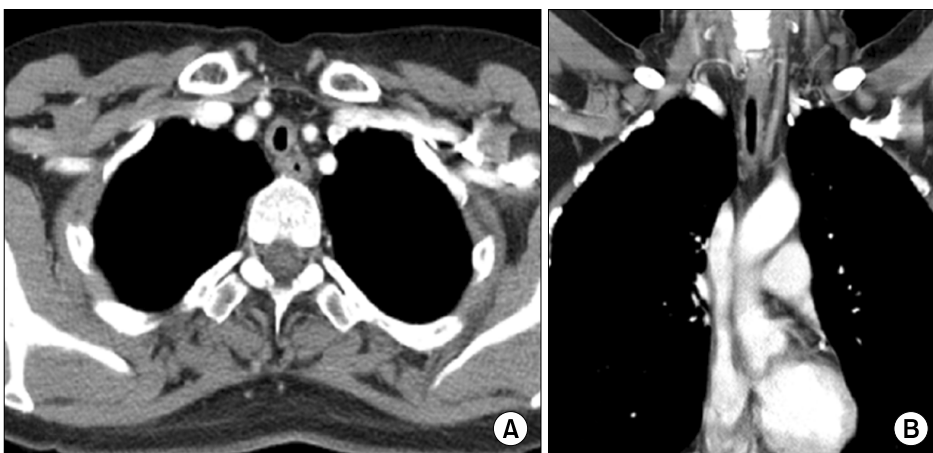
Chest computed tomography showed diffuse thickening of tracheobronchial wall (A) axial view (B) coronal view.
